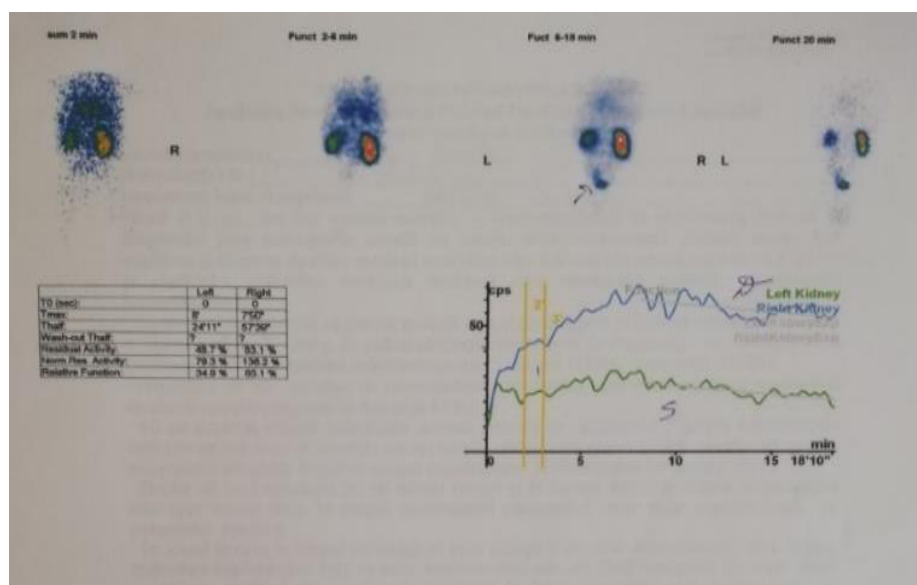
Renoscintigrafia dinamică.
